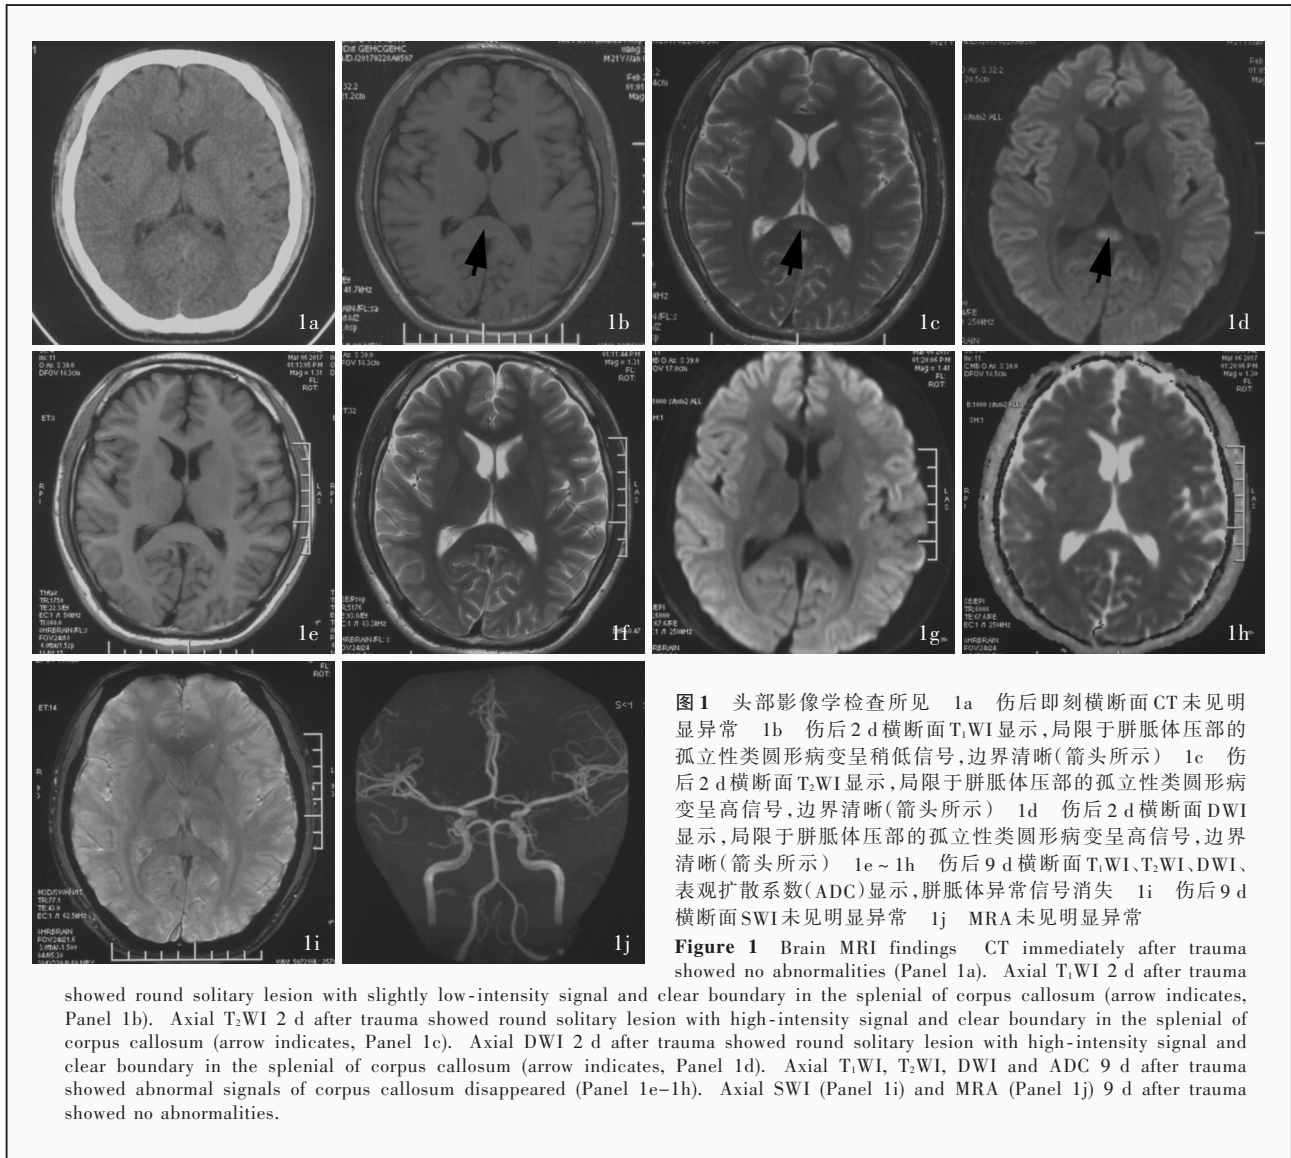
头部影像学检查所见 1a 伤后即刻横断面CT未见明显异常 1b 伤后2 d横断面T₁WI显示,局限于胼胝体压部的孤立性类圆形病变呈稍低信号,边界清晰(箭头所示) 1c 伤后2 d横断面T₂WI显示,局限于胼胝体压部的孤立性类圆形病变呈高信号,边界清晰(箭头所示) 1d 伤后2 d横断面DWI显示,局限于胼胝体压部的孤立性类圆形病变呈高信号,边界清晰(箭头所示) 1e~1h 伤后9 d横断面T₁WI、T₂WI、DWI、表现扩散系数(ADC)显示,胼胝体异常信号消失 1i 伤后9 d横断面SWI未见明显异常 1j MRA未见明显异常
